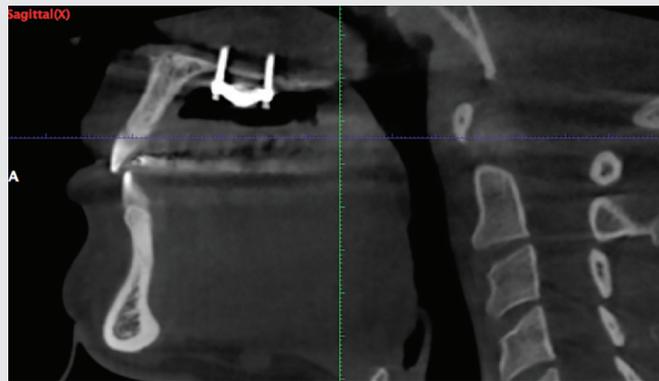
CBCT de contrôle après pose du MSE
